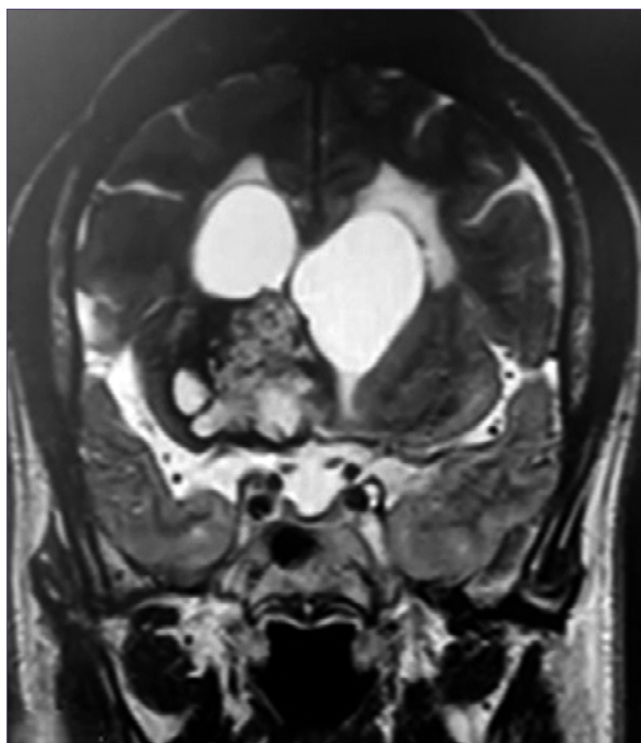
RMN1 con contraste, coronal, con imagen hipertensa heterogénea en "palomita de maíz" en asta ventricular.
